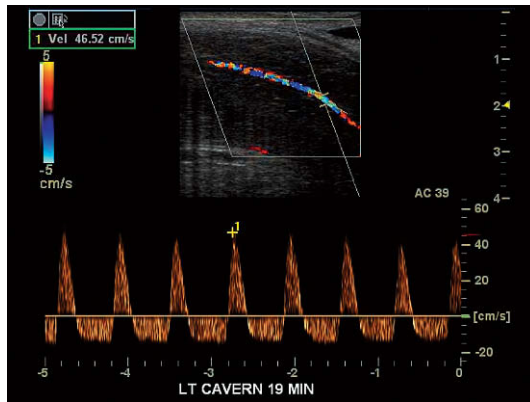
Trazado Doppler espectral cerca de la fase de erección rígida. El pico sistólico se ha estrechado y la velocidad es brusca. Obsérvese la inversión del flujo durante la diástole.
